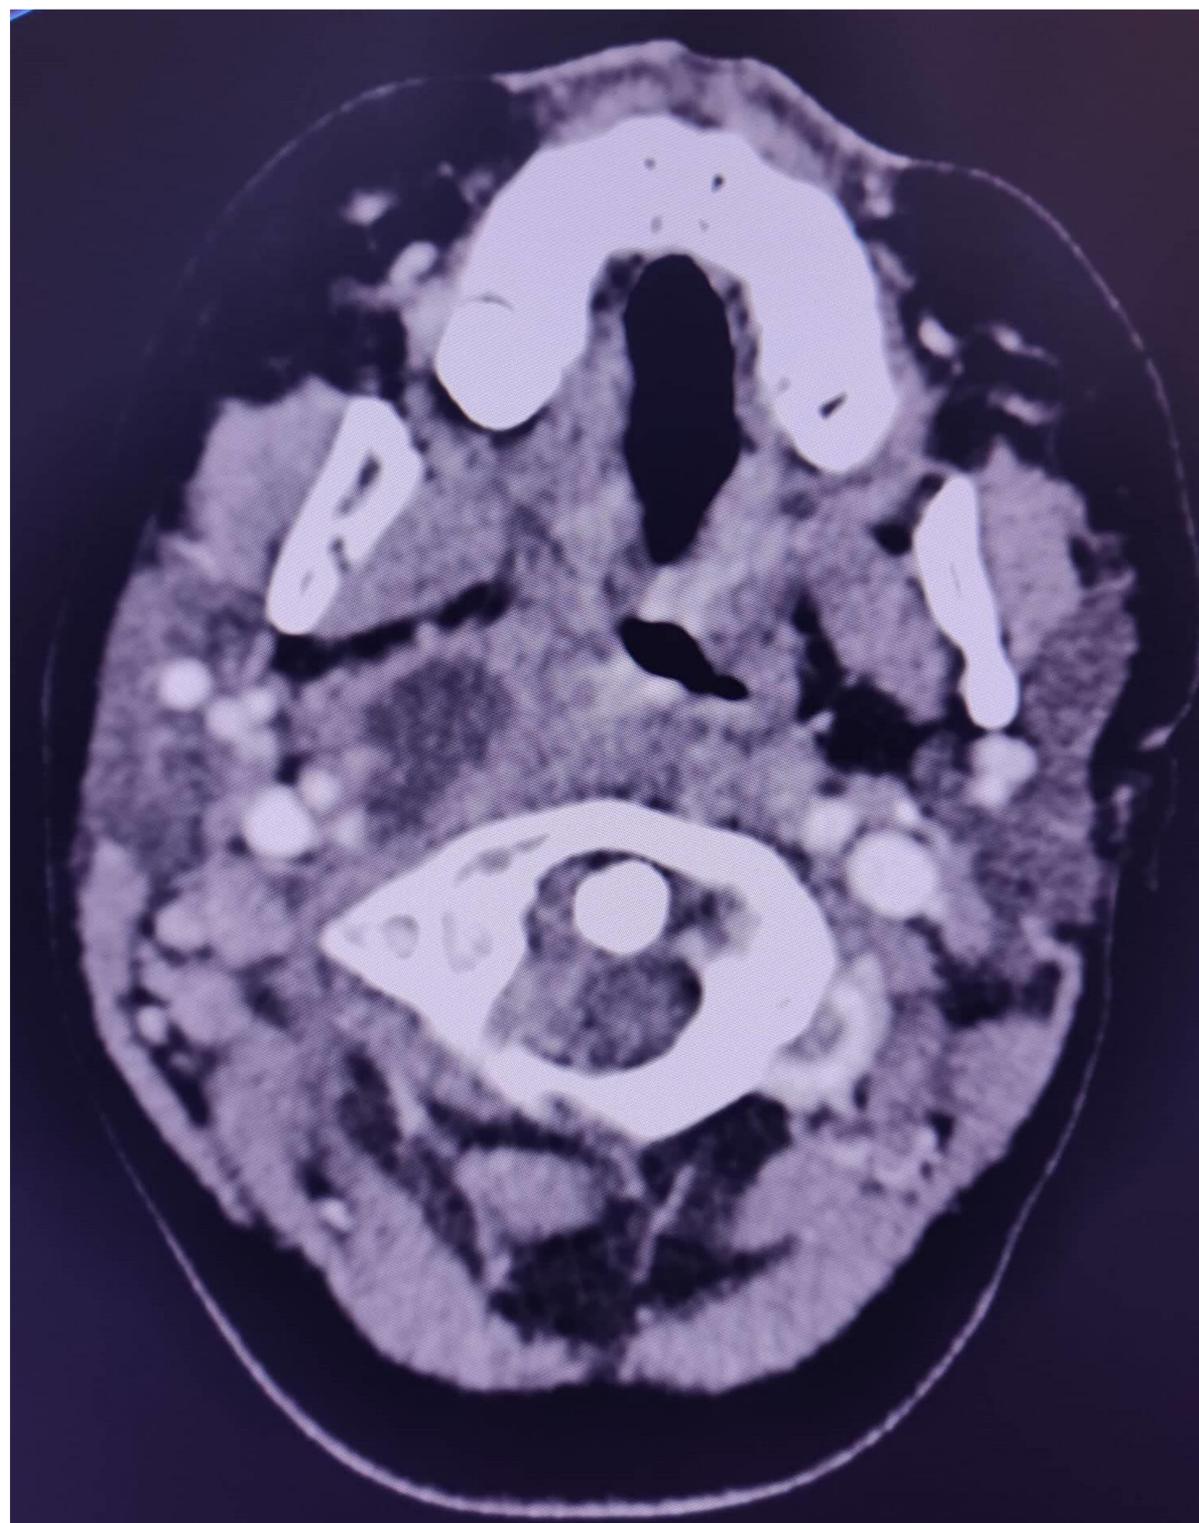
Paciente de 6 años con faringoamigdalitis estreptocócica que no responde a tratamiento antibiótico endovenoso y presenta tortícolis marcada. TC cervical: muestra absceso parafaríngeo derecho.
